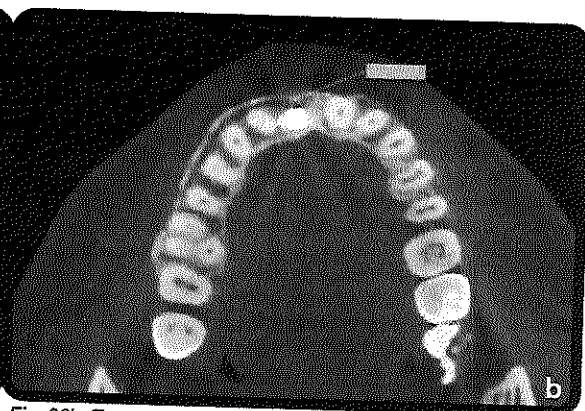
Tomografía axial. Se observa mantenimiento del tejido óseo alrededor del implante a los 48 meses.
